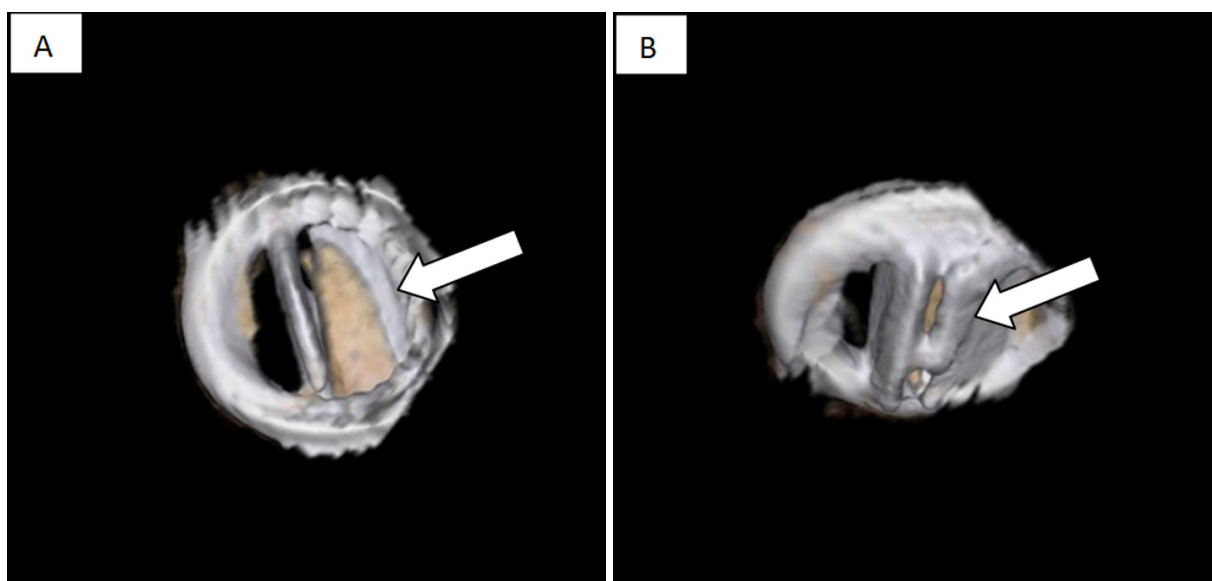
(A) 3D reconstruction from cardiac CT scan and (B) Showed one leaflet of artificial aortic valve but could not demonstrate any obstructed material (arrow)
